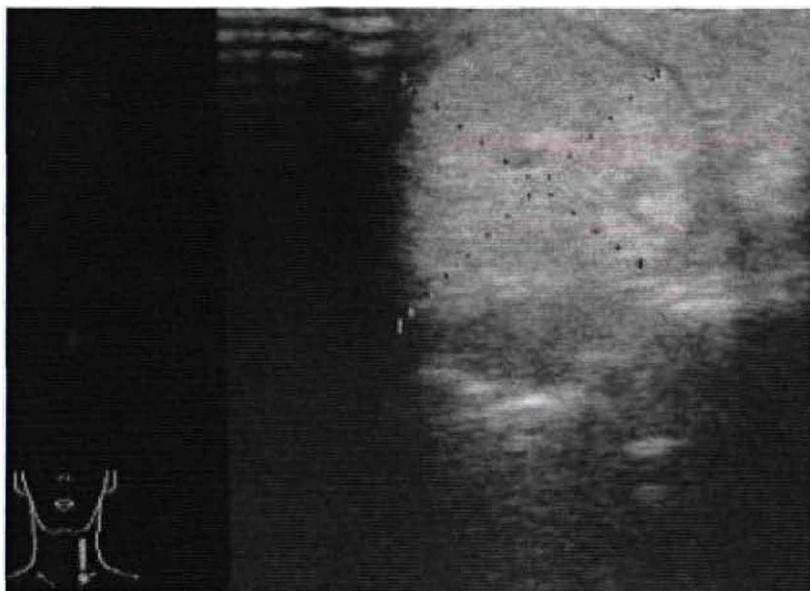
УЗИ ЩЖ. Узел левой доли у больного с узловым коллоидным зобом.
